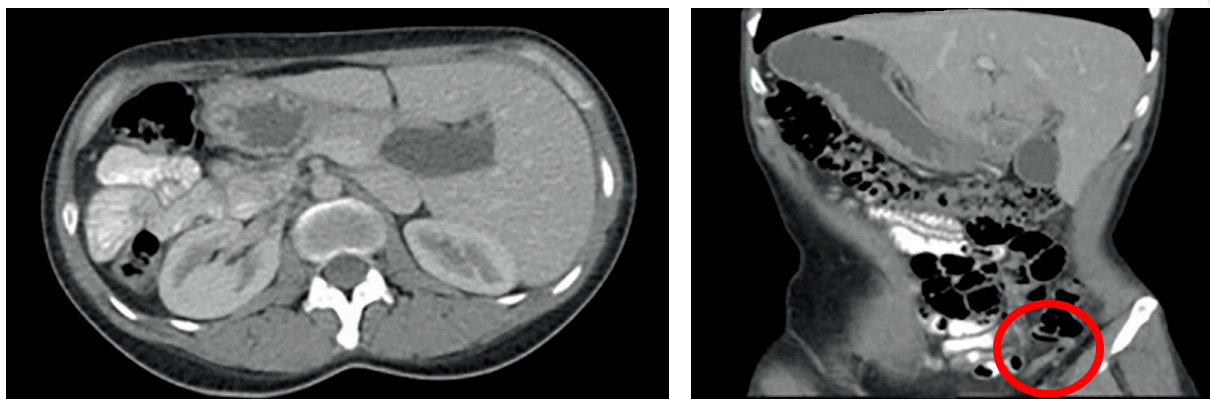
En la tomografía computarizada de abdomen se aprecia el *situs inversus totalis* con cambios inflamatorios en el apéndice cecal ubicado en el lado izquierdo.
